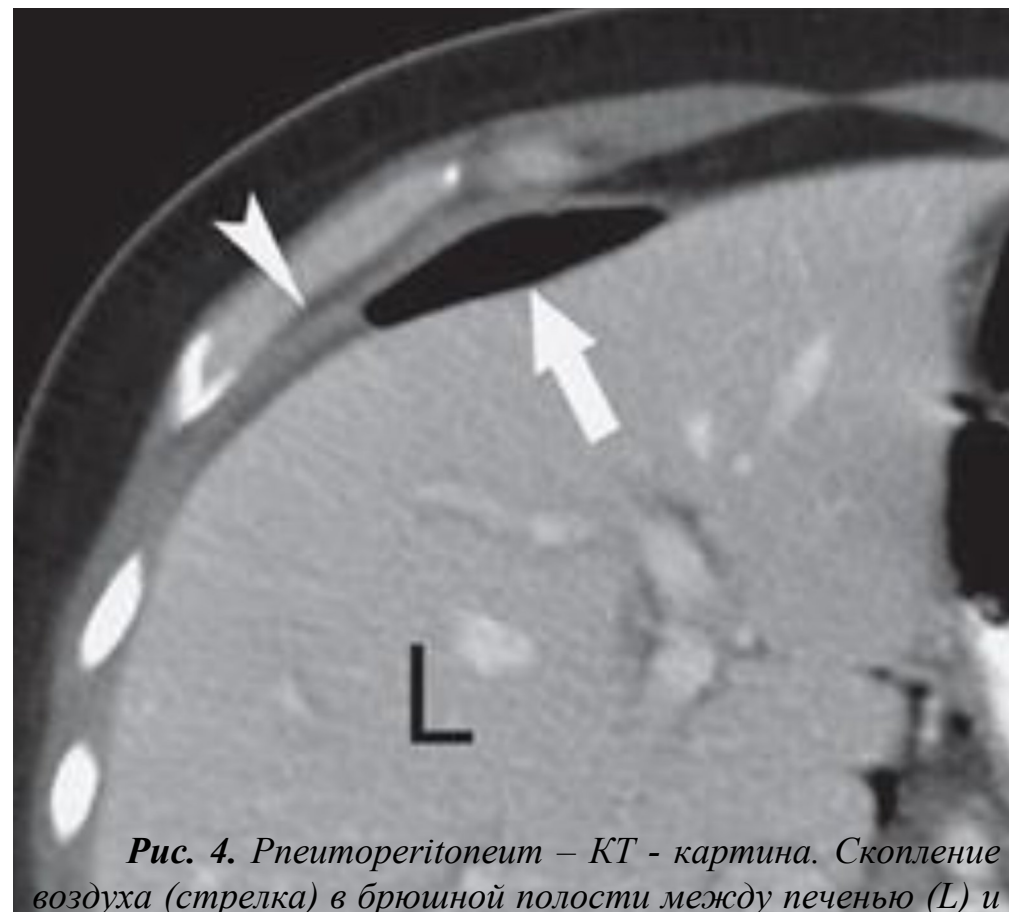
Пневмоперитонеум – КТ - картина. Скопление воздуха (стрелка) в брюшной полости между печенью (L) и диафрагмой (треугольная стрелка). Эта область является первичной зоной поиска для обнаружения малых количеств свободного интраперитонеального воздуха при КТ. Этот пациент получил повреждение тонкого кишечника в результате ДТП.
